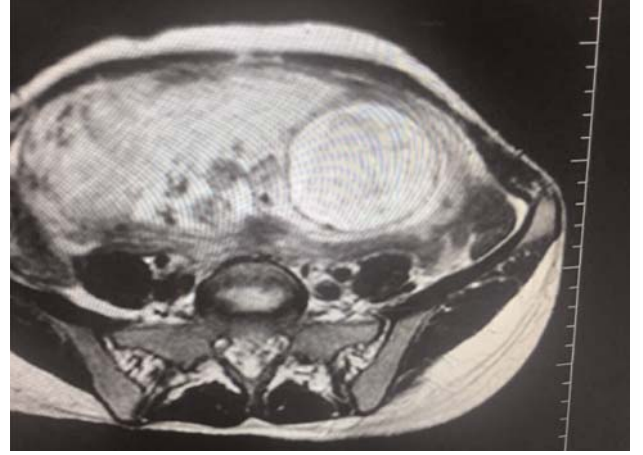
(PB-09): Fetal ultrasonografide saptanan intrakraniyal kitle.
